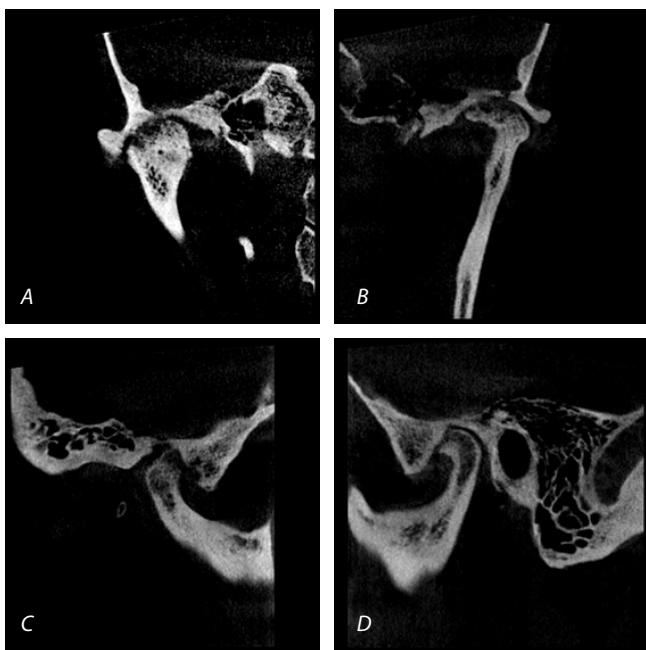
Cortes coronales (A y B) y sagitales (C y D) de Tomografía Computada de Haz Cónico de ATMs derecha e izquierda que evidencian la gran destrucción y remodelación a la superficie articular de ambos cóndilos mandibular y la remodelación de la fosa articular.
